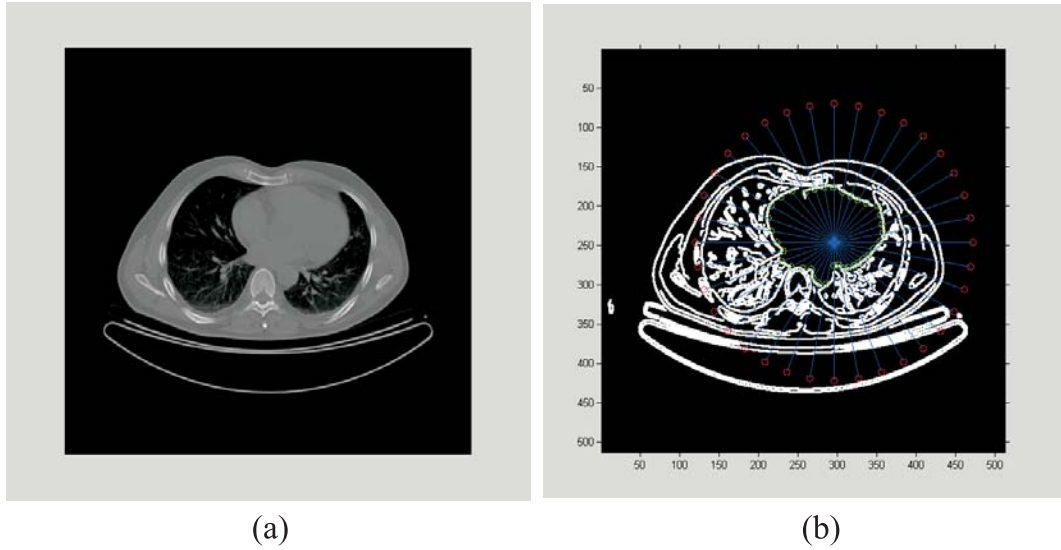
Segmentation du contour épicaudique dans la modalité CT. L'image native en niveaux de gris (voir (a)) est segmentée en utilisant un filtre de "Canny" et seuillée pour obtenir une image binaire (b). Ensuite la méthode de lancé de rayons est utilisée pour détecter les bords du cœur.
